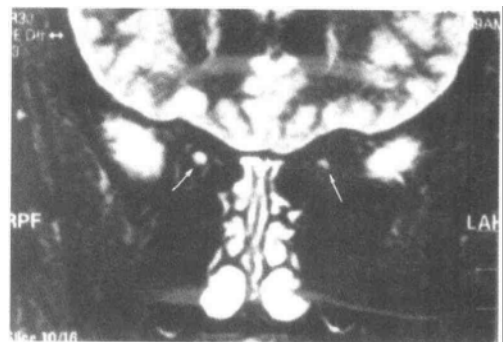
视神经炎，MRI 包状的 STIR 示双侧视神经呈高信号(白箭)，右视神经鞘增粗
